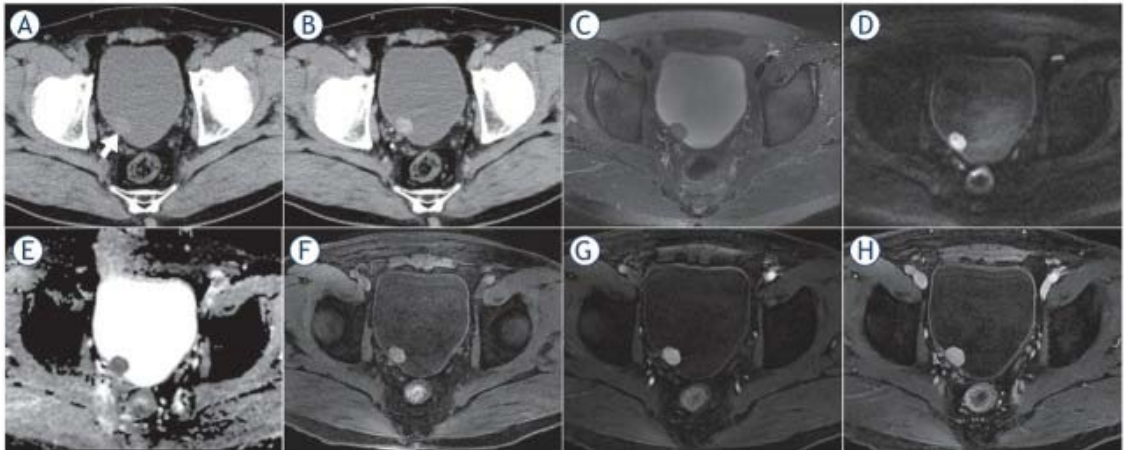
Images de TDM et IRM d'un patient de 61 ans atteint de paragangliomevésical.(7)
